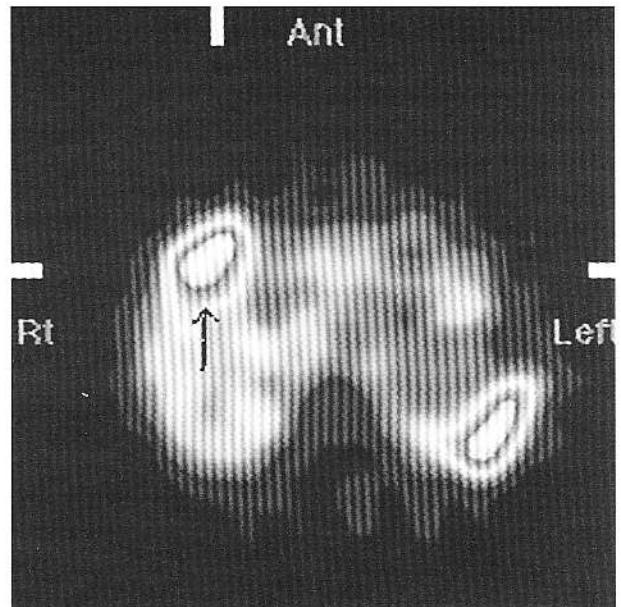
Tomoscintigrafie hepatică SPECT cu coloid: hemangioma segment V (3 x 2.5 cm).
